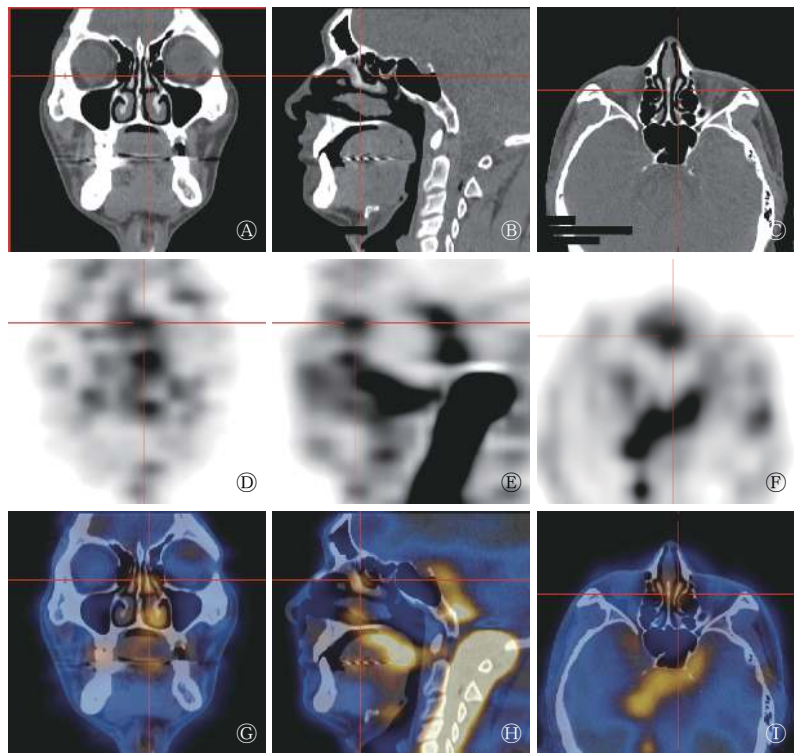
SIH 患者(男性, 35 岁)脑脊液鼻漏 SPECT/CT 断层融合显像图 图中, A~C: CT 冠状面、矢状面、横断面显像; D~F: SPECT 冠状面、矢状面、横断面显像; G~I: SPECT/CT 断层融合冠状面、矢状面、横断面显像, 可见鼻腔点片状放射性异常浓聚。SIH: 自发性低颅压综合征; SPECT/CT: 单光子发射型计算机断层摄影术。
